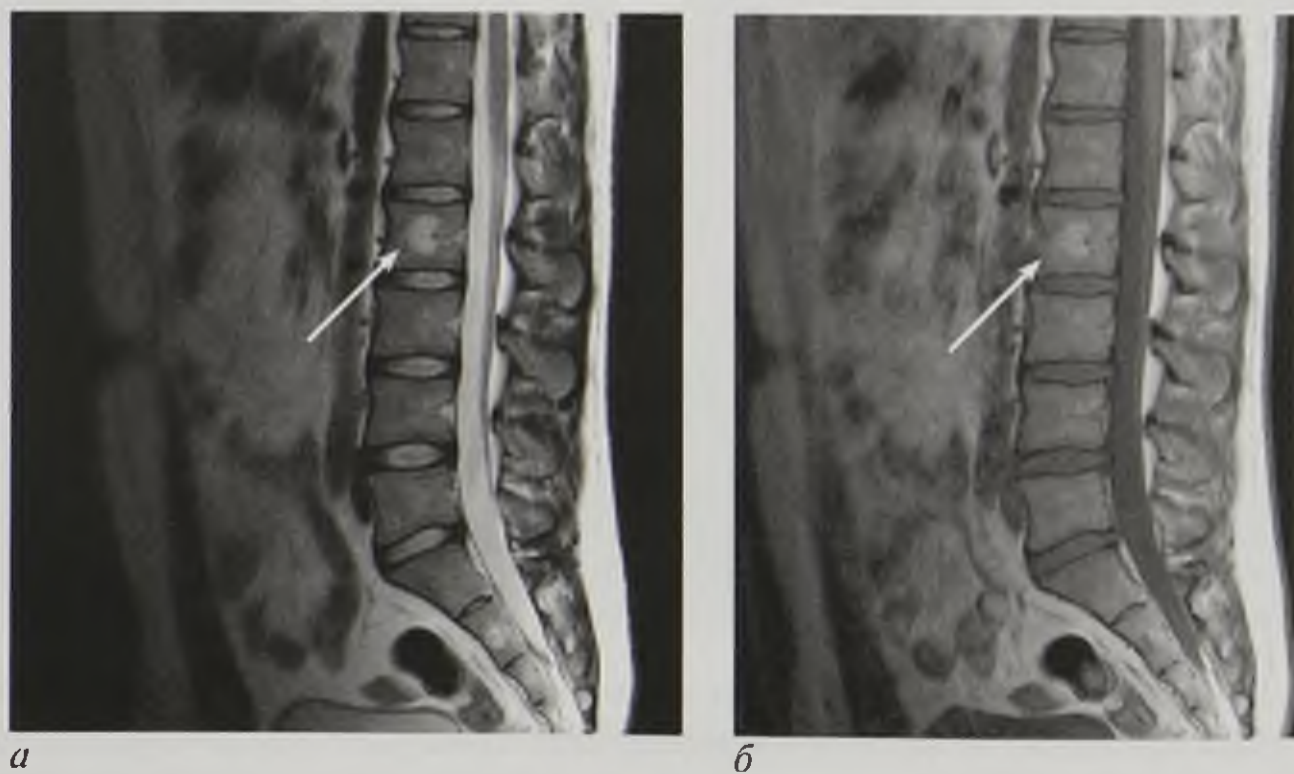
Магнитно-резонансные томограммы поясничного отдела позвоночника в сагиттальной плоскости: T2-взвешенное изображение (*а*) и T1-взвешенное изображение (*б*). Гемангиома тела позвонка L₁₁ (стрелки)
